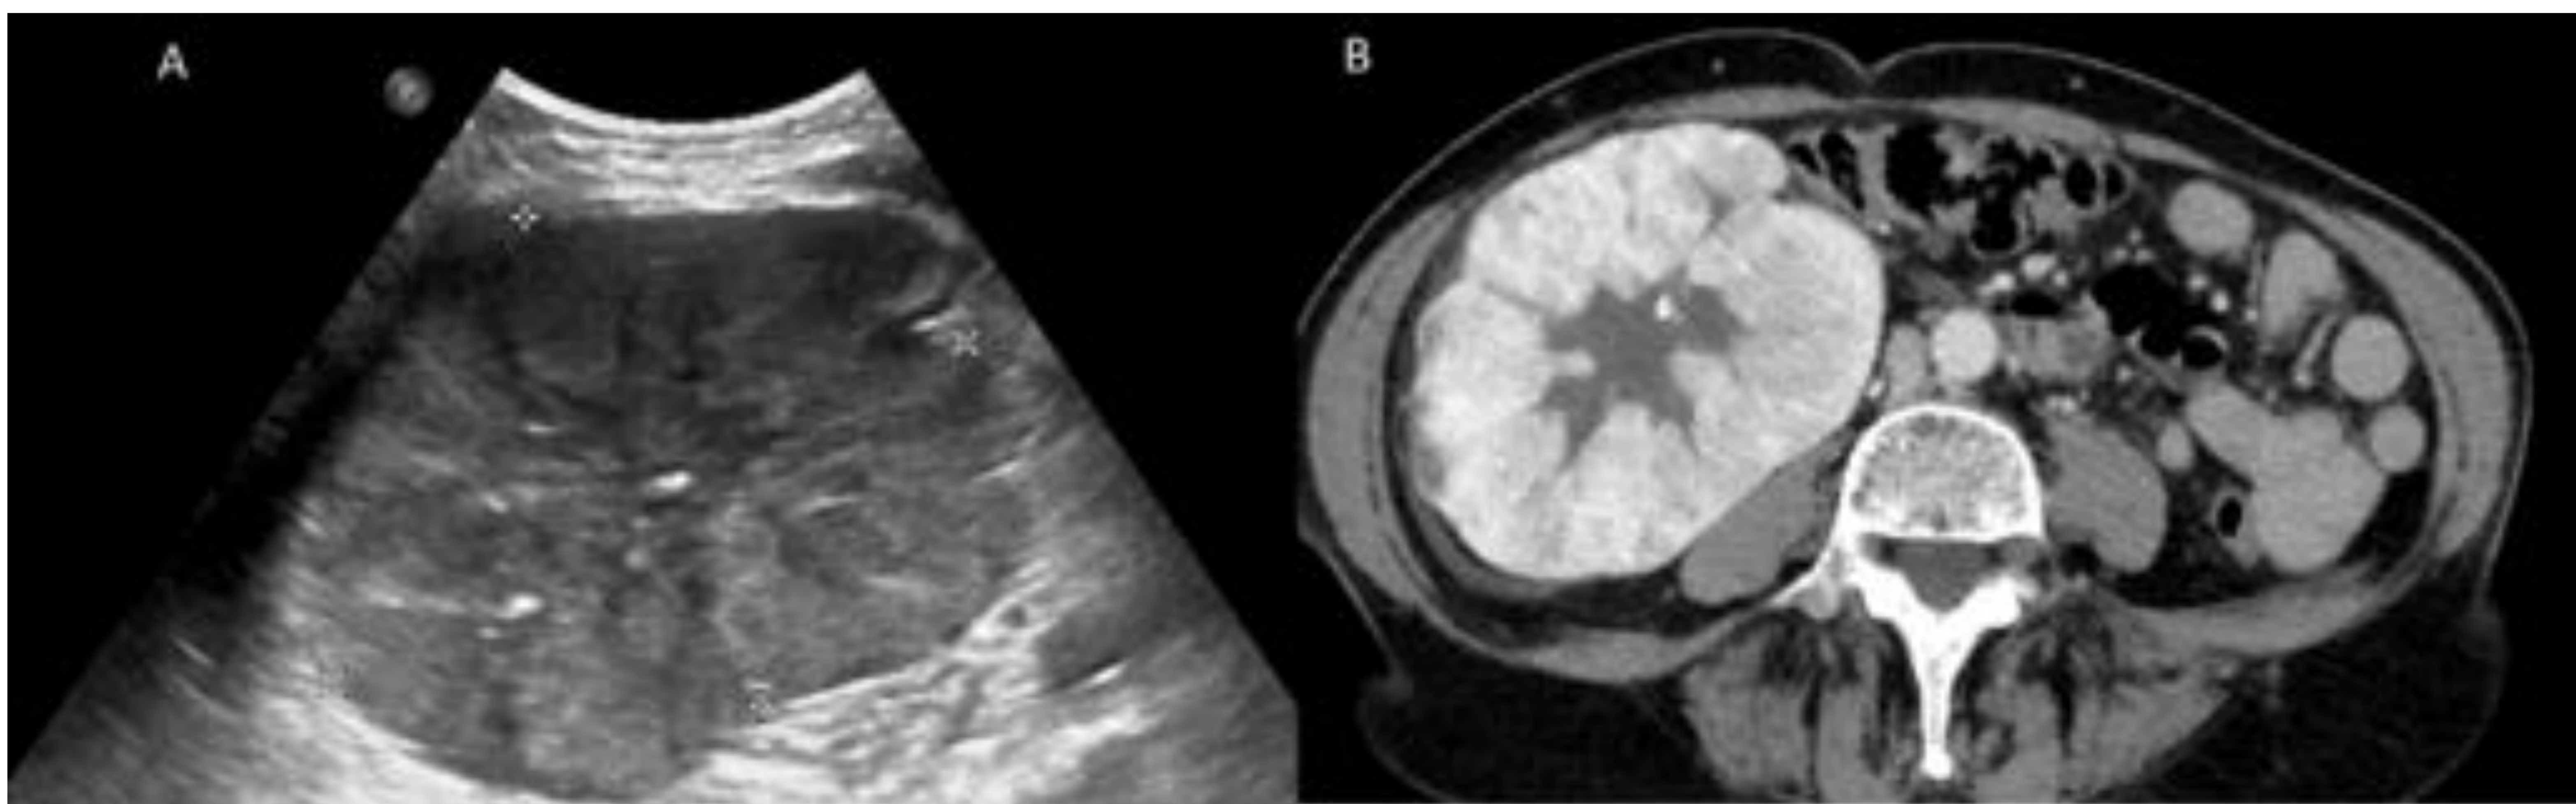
Paciente de 82 años en seguimiento por neoplasia pulmonar. Presenta hematuria. En ecografía (A) y tomografía computarizada se observa una masa heterogénea dependiente de riñón derecho, con extensa zona de fibrosis central. Hallazgos compatibles con tumoración renal primaria (oncocitoma) vs metástasis renal. Biopsia; oncocitoma renal.
